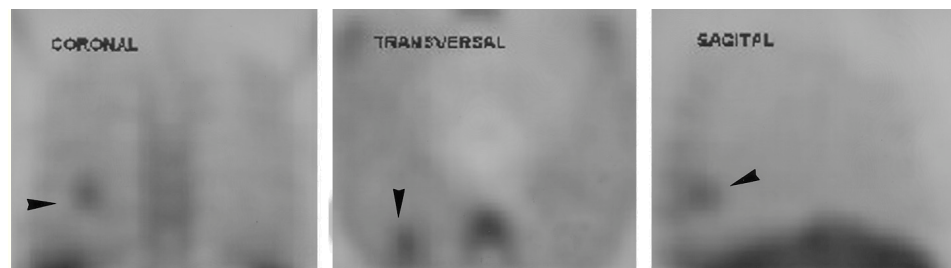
Tomogammagrafía con ^{99m}Tc-depreótida (tomografía computarizada por emisión de fotón único): cortes coronal, transversal y sagital. Captación focal intensa en el lóbulo inferior derecho (puntas de flechas) correspondiente a un adenocarcinoma bien diferenciado.
